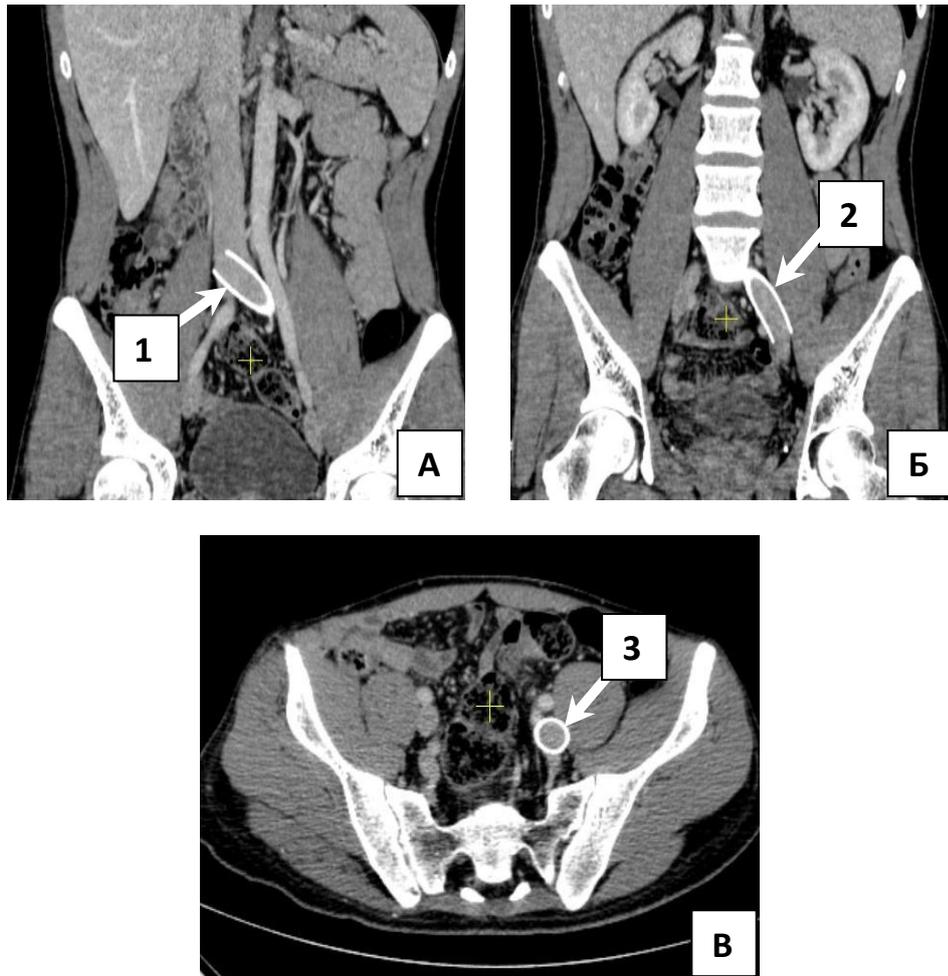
Компьютерные томограммы больной с купированием ВТБ после эндоваскулярного стентирования через 3 года
